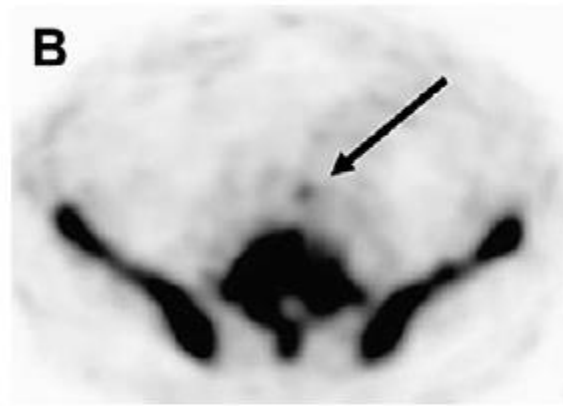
Transaxial ^{18}F -NaF-PET/CT images of common iliac arteries. (A) CT image. White arrow shows calcification. (B) There is an ^{18}F -NaF uptake indicated by a black arrow on the PET image. (C) Fused PET/CT image shows colocalization of ^{18}F -NaF uptake and calcification in atherosclerotic lesion (*white arrow*). (From Derlin T, Richter U, Bannas P, et al. Feasibility of ^{18}F -sodium fluoride PET/CT for imaging of atherosclerotic plaque. *J Nucl Med* 2010;51(6):862-5; with permission.)
